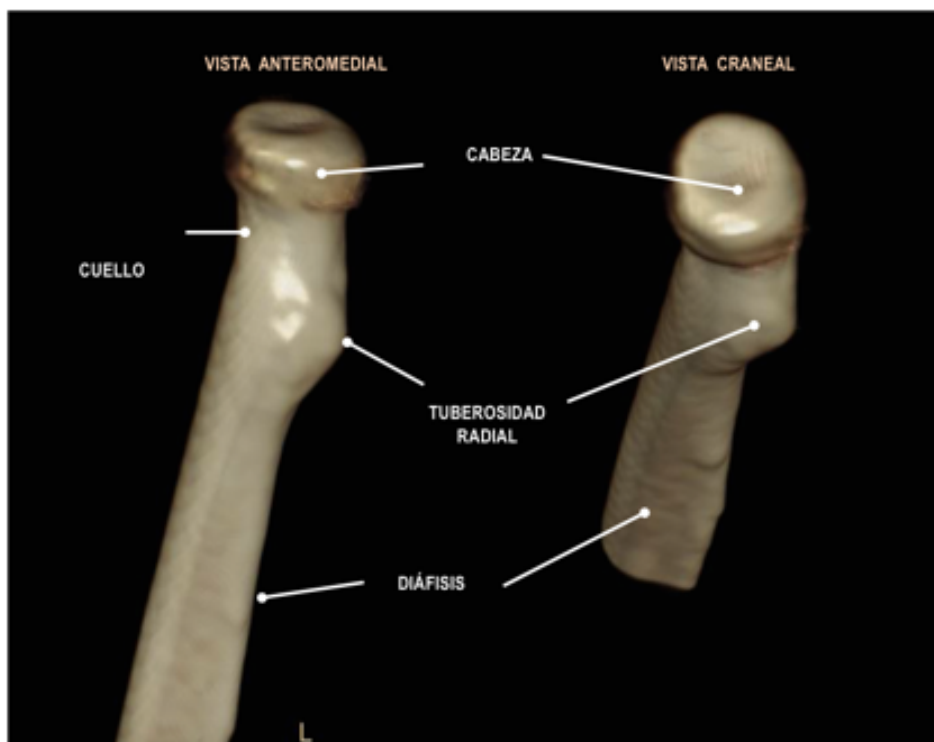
Reconstrucción Volumétrica de TC de radio proximal.
